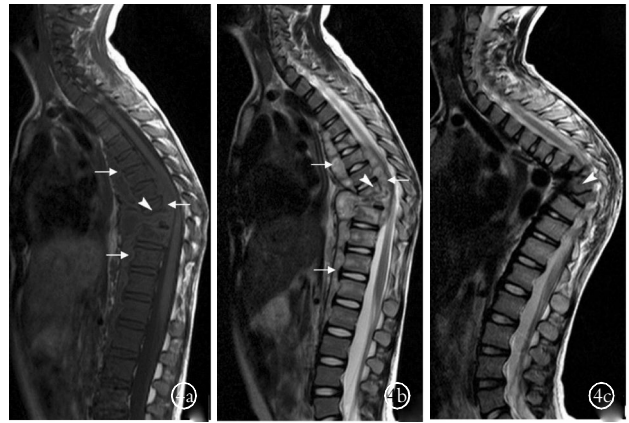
患儿,男,9岁, T₅-L₅ 结核 4a,4b. MRI T1WI 及 T2WI 示胸椎后凸畸形,后凸角 33.4°, T₈、T₉ 椎体明显骨质破坏(短箭头),椎间隙受累近乎消失,椎旁及硬膜外脓肿(长箭头)压迫硬膜囊及脊髓 4c. 保守治疗 28 个月后随访, MRI 示椎旁脓肿消失,但胸椎后凸加重,后凸角 83.8°, T₇-T₉ 椎体楔形变(短箭头)
